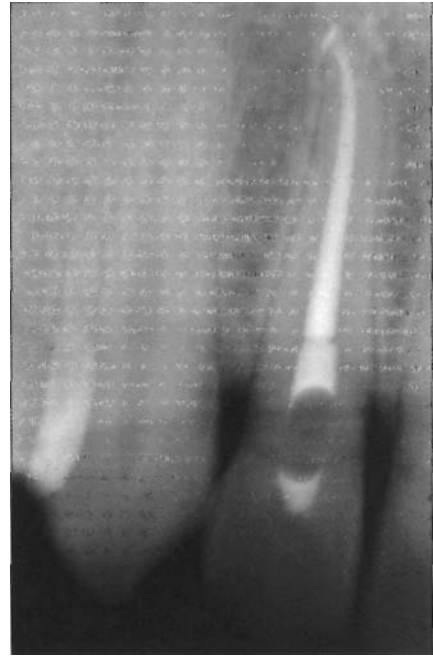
Collage au Super-Bond®, radiographie de contrôle.
